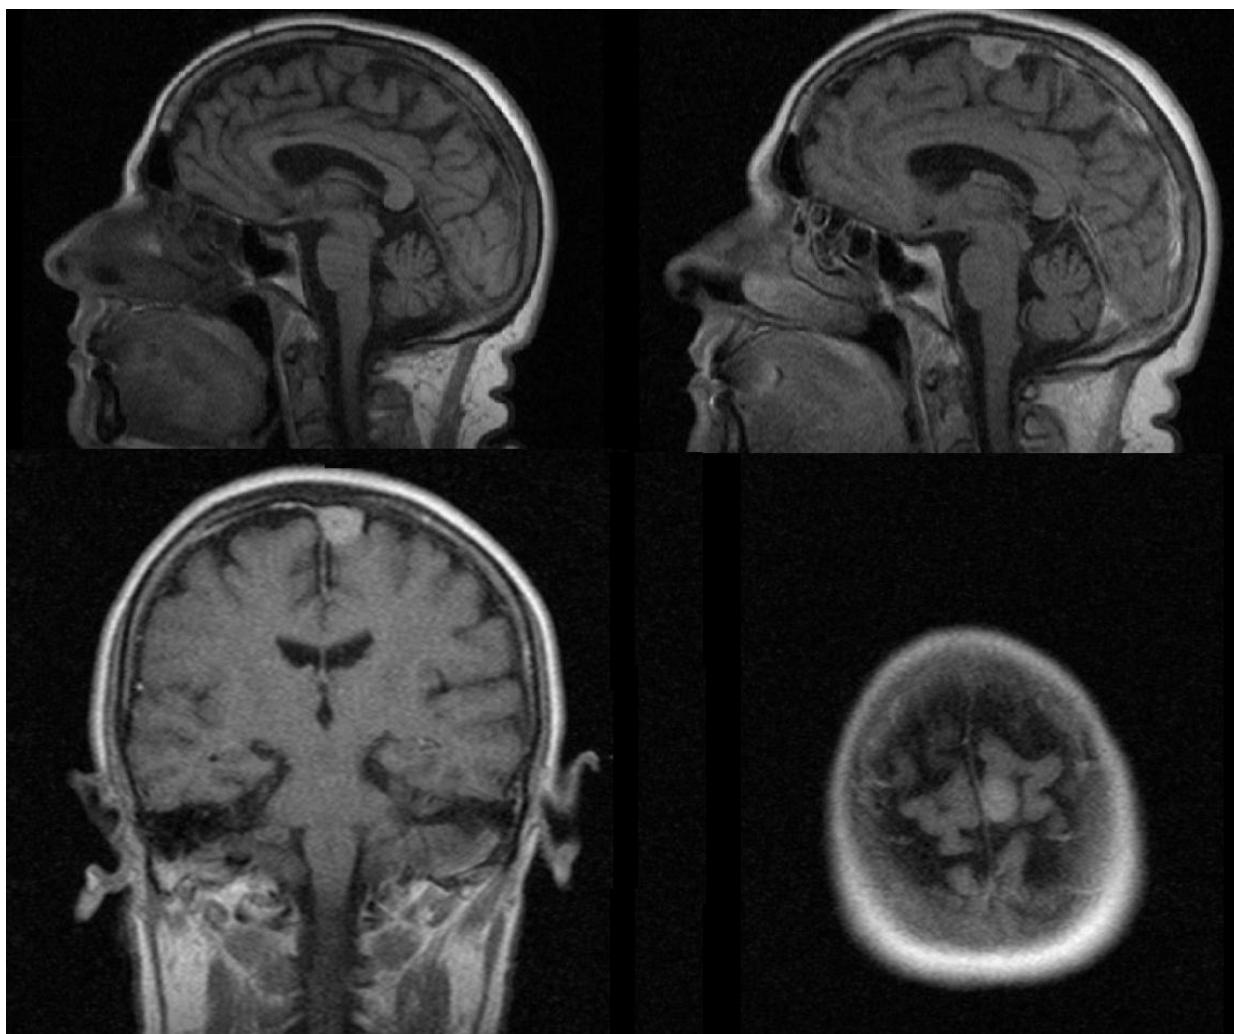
МРТ головного мозку хворої Г., 51 рік. Менінгіома розмірами 21 мм x 15мм x 13мм середньої третини серпу великого мозку.
